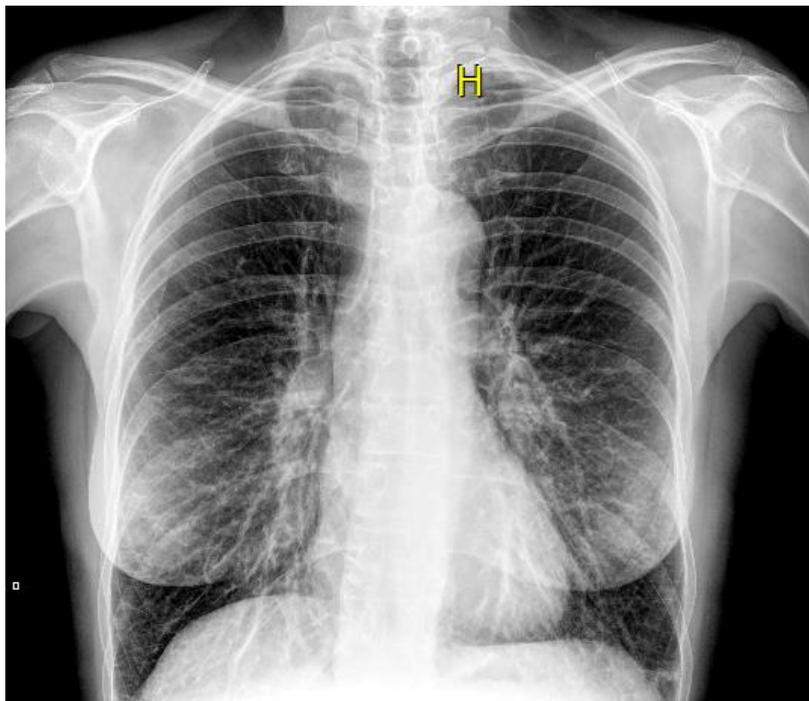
Radiografía de tórax PA realizada a la paciente
